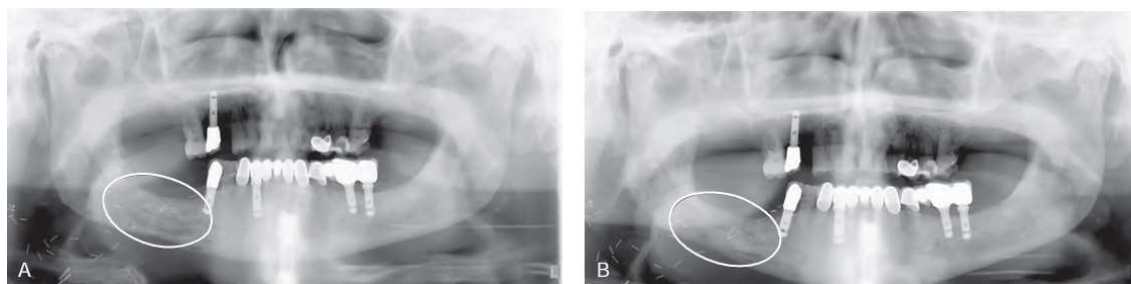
Ortopantomografia de paciente com osteoradionecrose tratado com pentoxifilina; (A) início do tratamento ; (B) após 2 anos, verificando-se aumento da densidade óssea e preenchimento dos defeitos, adaptado de Shah et al (2020d) .
